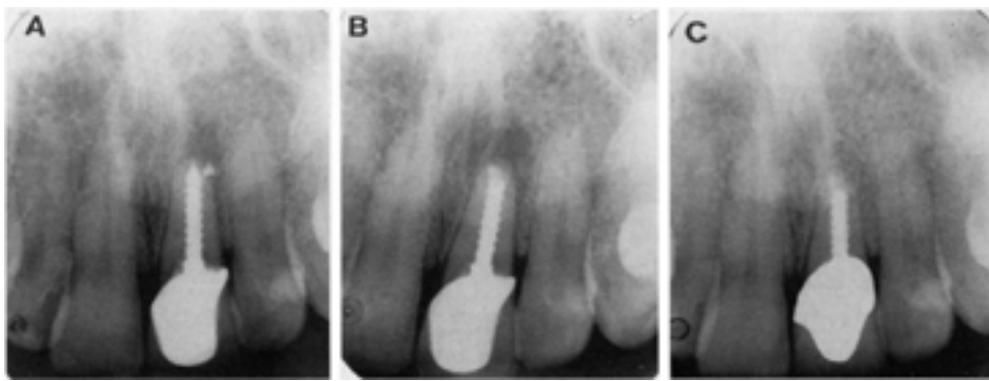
(A) Radiografía preoperatoria de un incisivo central izquierdo con un poste roscable grande que se extiende al agujero apical y a una lesión perirradicular. (B) Radiografía postoperatoria después de la cirugía y del uso de MTA como material de retro obturación. (C) Radiografía postoperatorio 15 meses después.³
